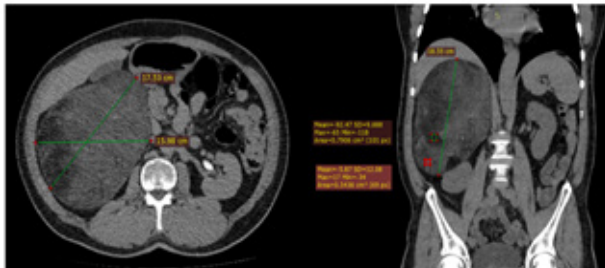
Tomografía de abdomen y pelvis con contraste endovenoso. Corte axial (Figura izquierda) Corte coronal (Figura derecha)
